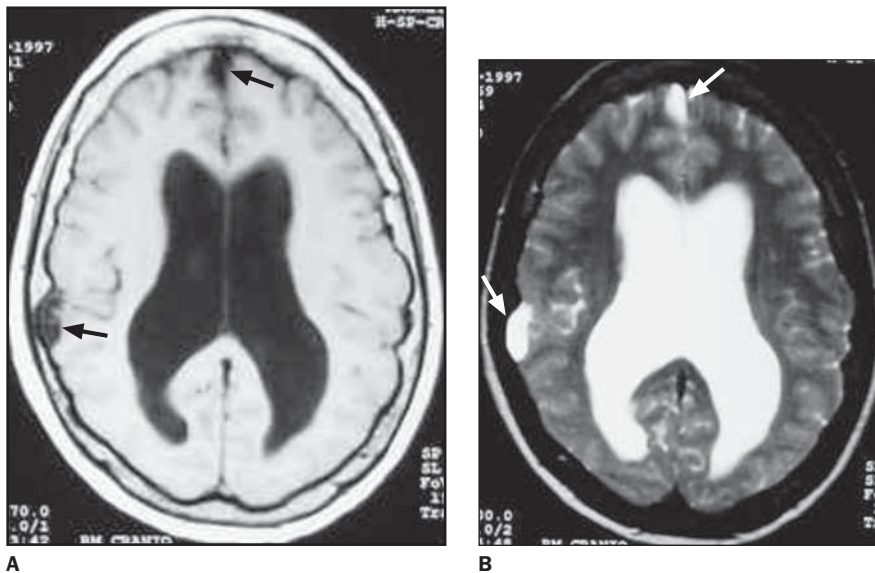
Imagens de RM do cérebro nos planos axiais. A: Seqüência ponderada em T1 mostra os cistos (setas) no espaço sub-aracnóideo das regiões parietal e frontal direita, com hipossinal. B: Seqüência ponderada em T2, no mesmo nível, mostra os cistos (setas) com hipersinal.
